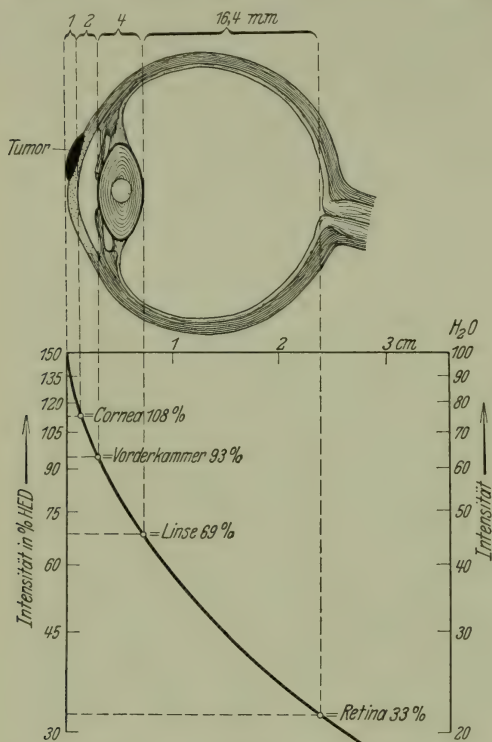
Wirkungskurve einer Röntgenstrahlung von RADOS und SCHINZ für das menschliche Auge mit Hilfe der Ionisationskammer ausgemessen. Bei Benutzung der gleichen Strahlung kann der Effekt an der Kurve leicht vorher bestimmt werden.
